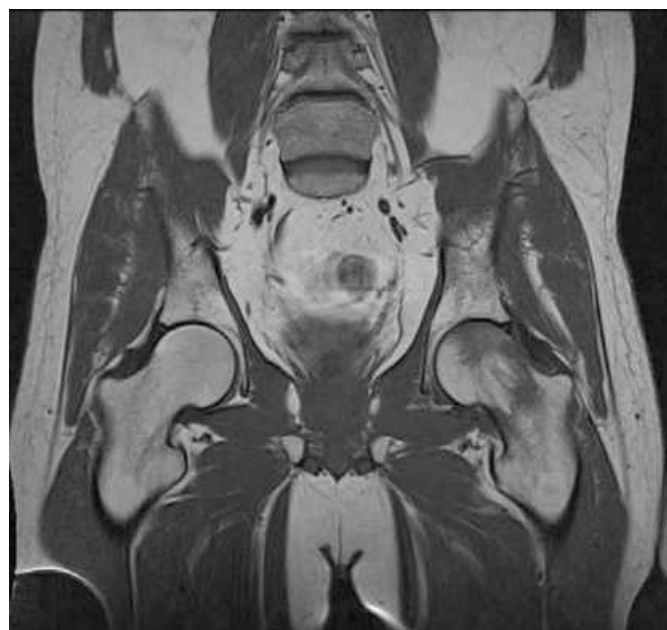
Imagen de RM en la que se aprecia foco de alteración de la señal característico de edema difuso que afectaba a la mitad superior de la cabeza femoral acompañado de derrame articular.
